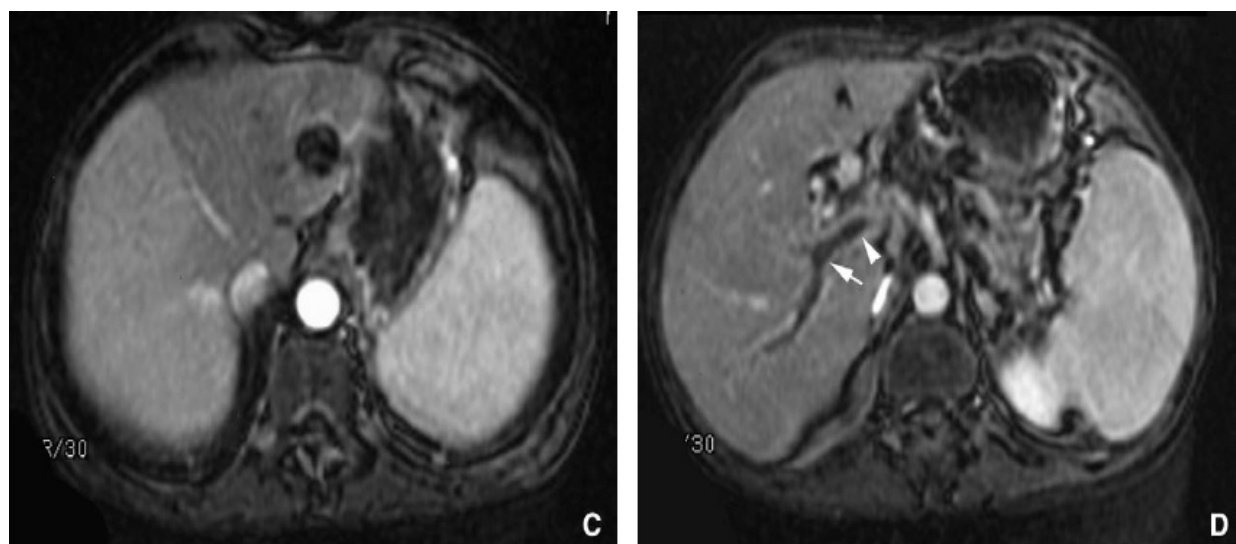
(C). IRM. Coupe axiale. Séquence en écho de gradient pondérée en T1 après injection intraveineuse d'un chélate de gadolinium au temps artériel montrant un hypersignal du foie droit correspondant à son hypervascularisation artérielle. (D). IRM. Coupe axiale. Séquence en écho de gradient pondérée en T1 après injection intraveineuse d'un chélate de gadolinium au temps portal montrant sous la forme d'une lacune endoluminale, le thrombus de la branche portale droite (tête de flèche) étendu à la branche latérale (flèche). [80]
